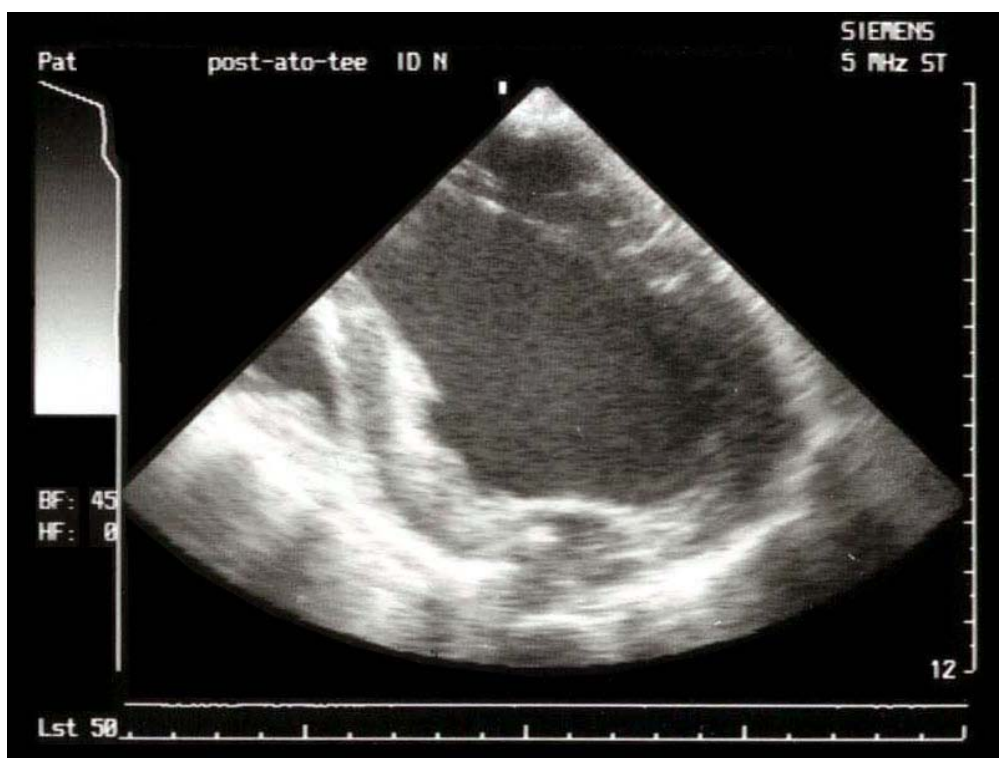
Darstellung des operierten linksventrikulären Aneurysmas in der Echokardiographiedarstellung
